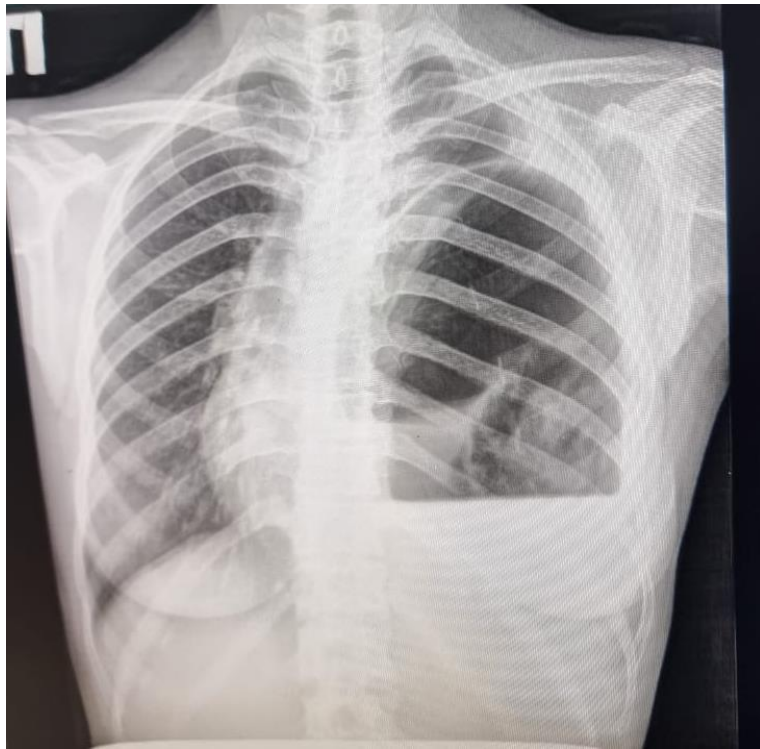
Пациентка Ж. Обзорная рентгенография органов грудной клетки
